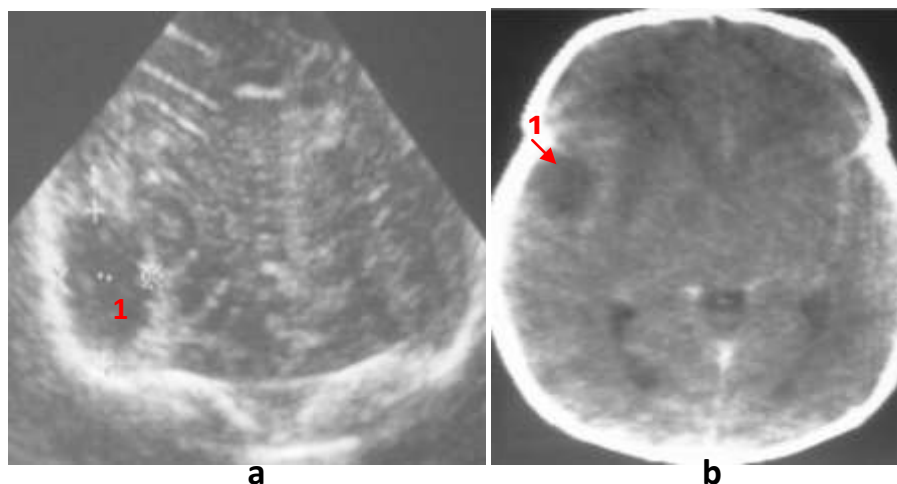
Foyer de cérébrite à l'ETF mode B et à la TDM
